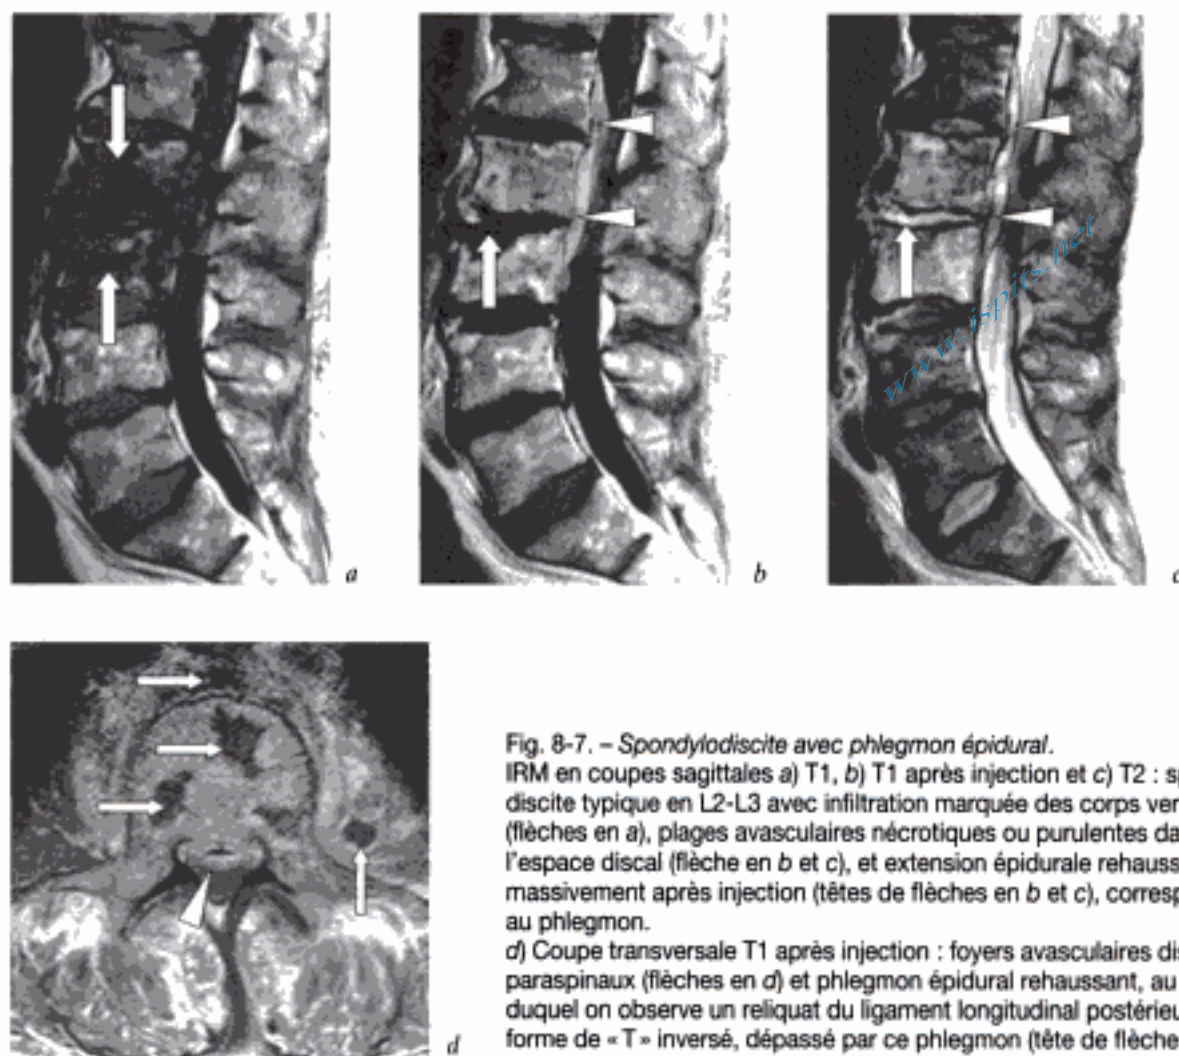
Spondylodiscite avec phlegmon épidural. IRM en coupes sagittales a) T1, b) T1 après injection et c) T2 : spondylodiscite typique en L2-L3 avec infiltration marquée des corps vertébraux (flèches en a), plages avasculaires nécrotiques ou purulentes dans l'espace discal (flèche en b et c), et extension épidurale rehaussant massivement après injection (têtes de flèches en b et c), correspondant au phlegmon. d) Coupe transversale T1 après injection : foyers avasculaires discaux et paraspinaux (flèches en d) et phlegmon épidural rehaussant, au sein duquel on observe un reliquat du ligament longitudinal postérieur, en forme de « T » inversé, dépassé par ce phlegmon (tête de flèche en d).
